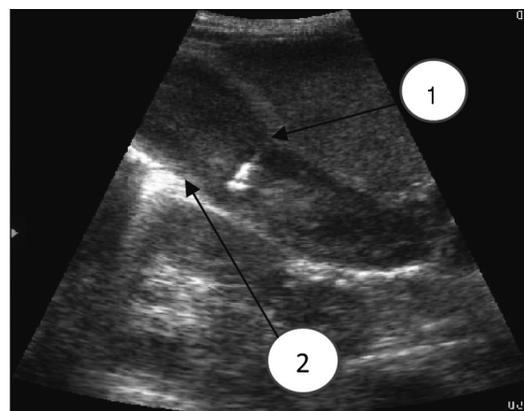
Чрескожная холецистостомия, выполненная под контролем УЗИ при деструктивном холецистите: 1 — установлен дренаж в полости желчного пузыря; 2 — расслоение стенки
